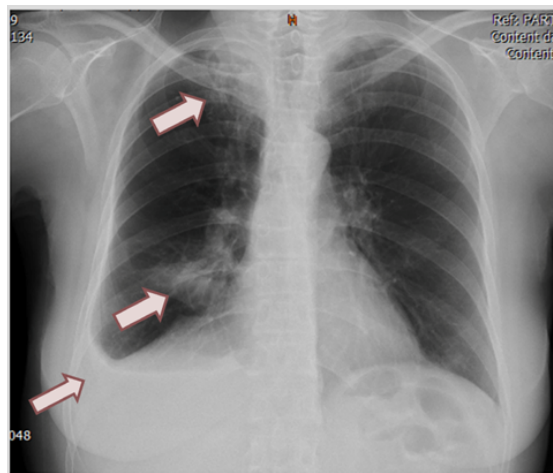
Radiografía pósterio-anterior de tórax: opacidades a nivel apical y en lóbulo medio derecho y derrame pleural derecho (flechas color vino).
